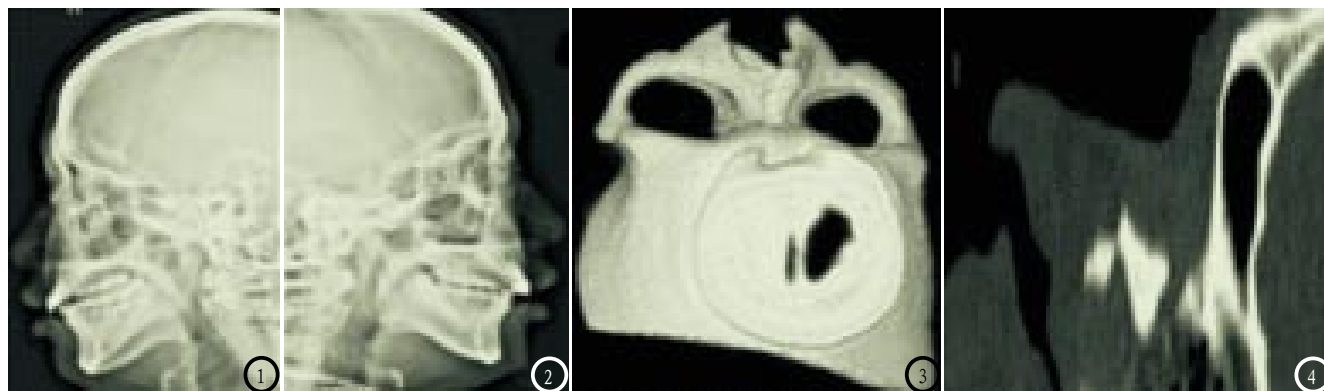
患者男, 25岁, 因鼻部出血不止就诊。图1-2 为DR扫描鼻骨骨折呈现图像; 图3-4 为CT扫描后处理技术鼻骨骨折图像。
